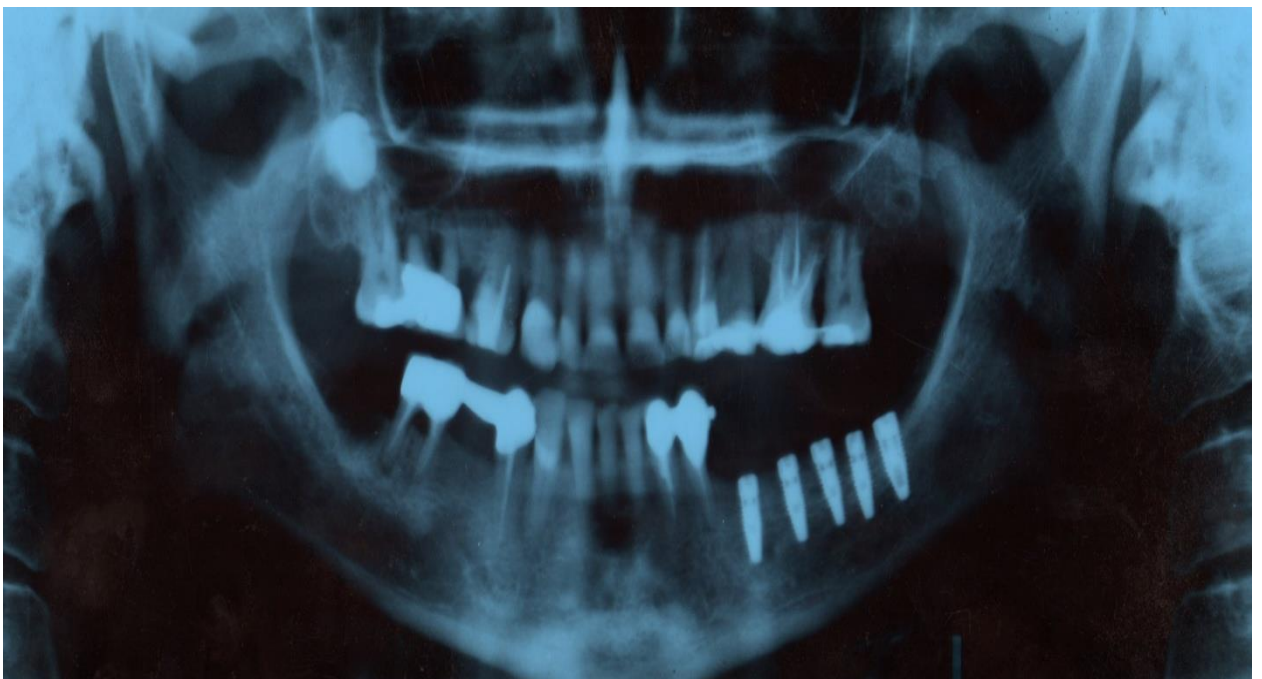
Ортопантомограмма пациента Д. через 6 месяцев после лечения.
